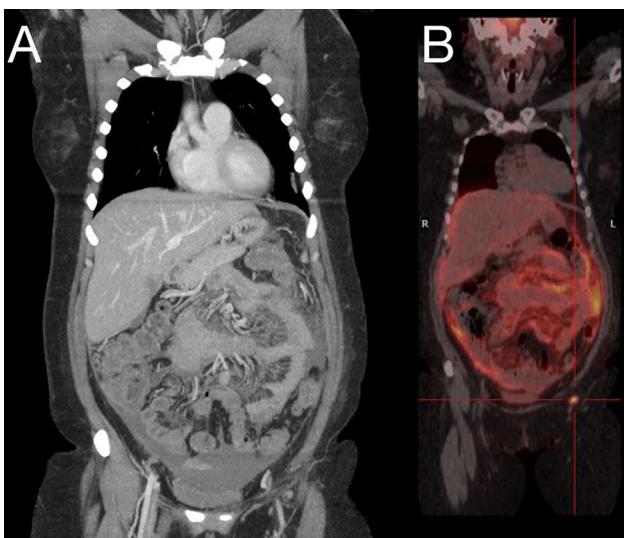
A: TC toracoabdominopelvico: carcinomatosis peritoneal, moderada ascitis intraabdominal, adenopatías patológicas en ángulo cardiofrénico derecho y micronódulos pulmonares bilaterales. B: PET-TC: carcinomatosis peritoneal y pericapsular hepática con múltiples adenopatías supra e infradiafragmáticas y probables implantes.
